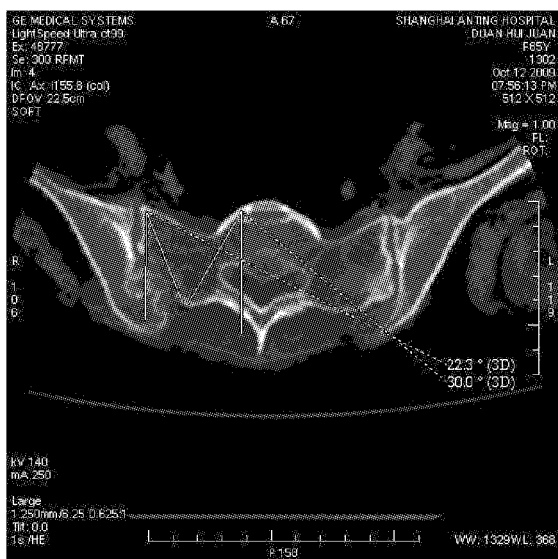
在 CT 截面上测量骶骨椎弓根及侧块的角度和长度
